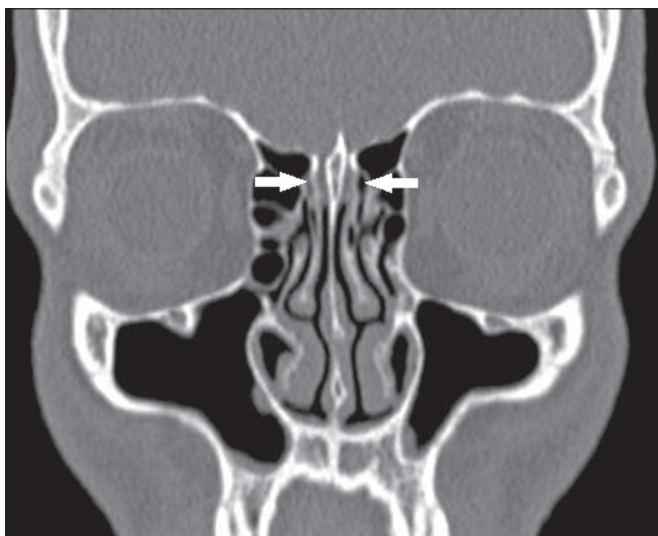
TC, janela óssea, corte coronal, demonstrando simetria quanto a profundidade e inclinação das fossas olfatórias (setas), que mediam aproximadamente 7,5 mm, configurando Keros tipo III.
